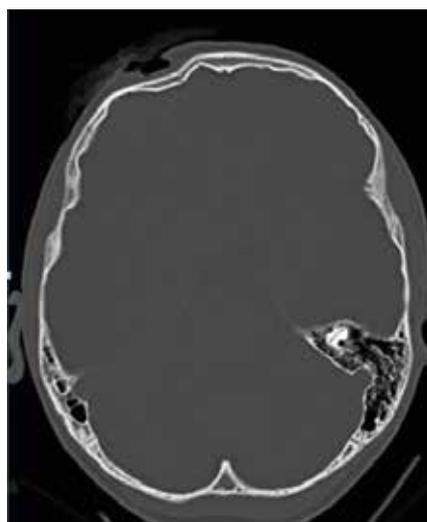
Computertomografie – 15 Jahre, männlich. Darstellung im Knochenfenster. Rechts frontal Hautdefekt und tiefer liegende Impressionsfraktur der Schädelkalotte nach Pferdetritt
